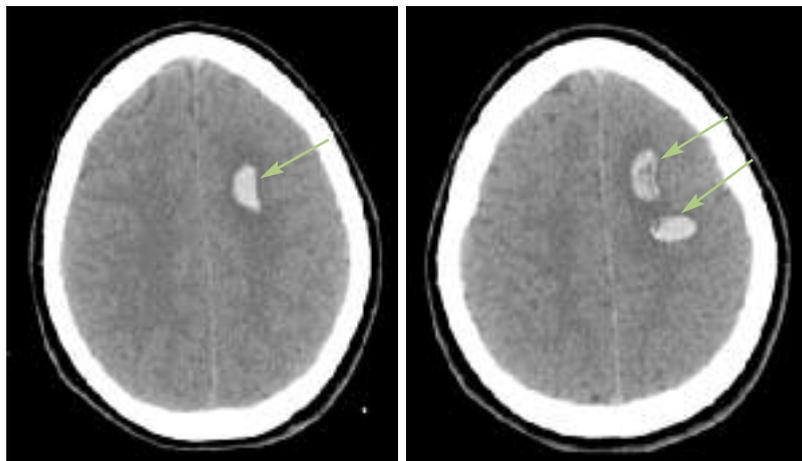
TC-CE: Setas – Área de hiperdensidade, sinais compatíveis com hematoma agudo frontal esquerdo.
